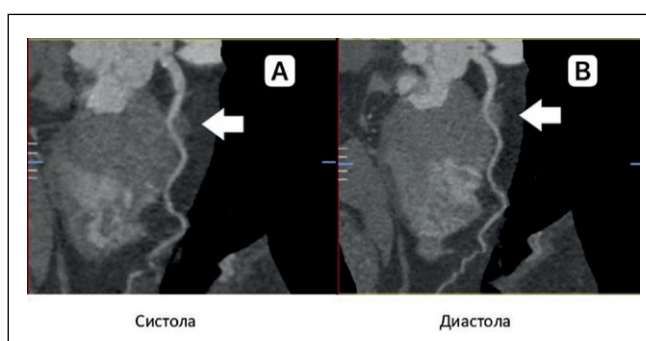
Туннелированный фрагмент и выраженный миокардиальный мостик (стрелки) в систолу (А) и диастолу (В) в проксимальном сегменте ПМЖВ (КТ-КАГ).
